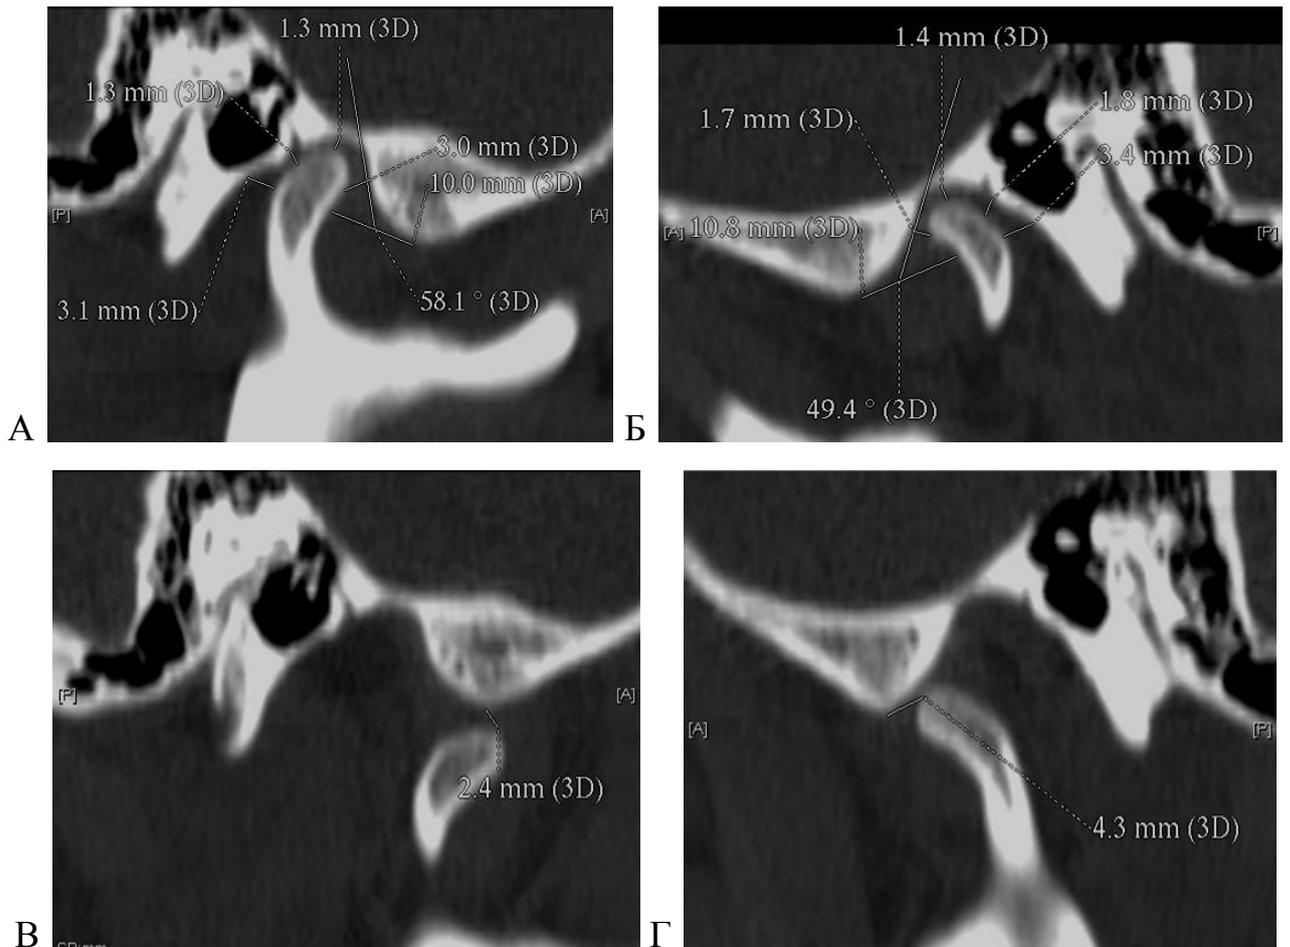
СКТ реформат ВНЧС больного Д., 42 лет, мед.карта №66, в положениях «рот закрыт» А – ВНЧС с правой стороны; Б – ВНЧС с левой стороны и «рот открыт» В – ВНЧС с правой стороны; Г – ВНЧС с левой стороны
